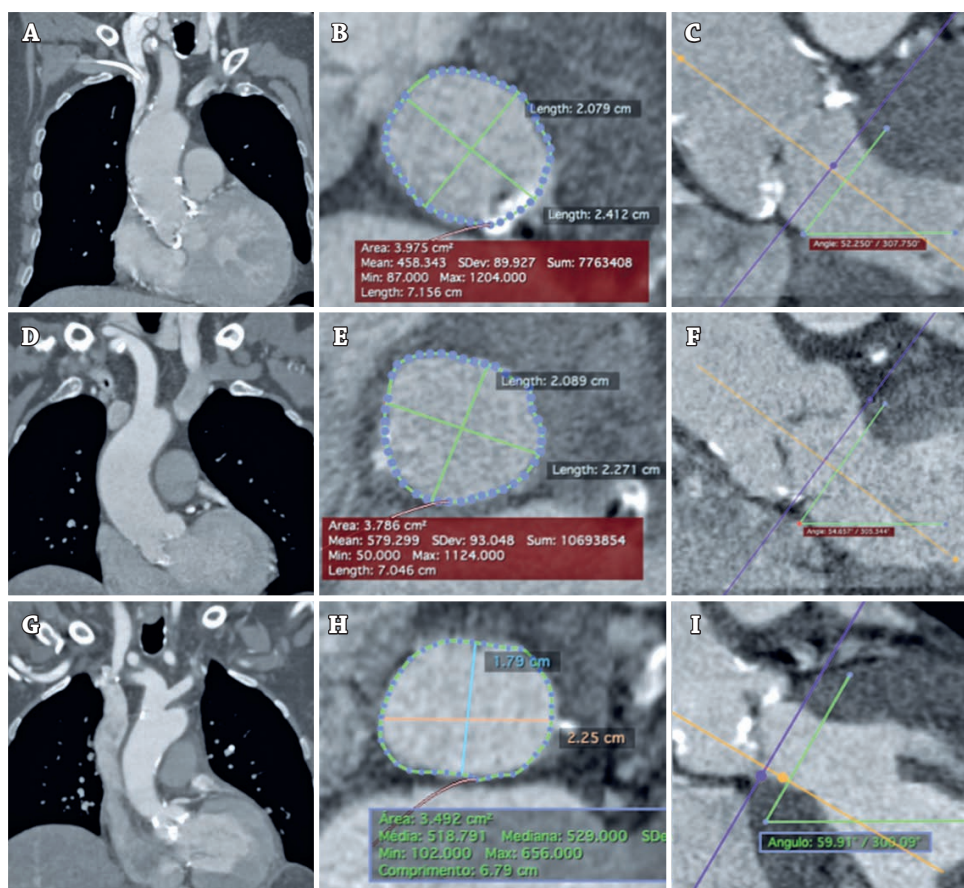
(A, B e C) Angiotomografia do caso 1. (D, E e F) Angiotomografia do caso 2. (G, H e I) Angiotomografia do caso 3. (A, D e G) Trajeto do tronco braquiocefálico até o plano valvar. (B, E e H) Ânulo aórtico em corte transversal. (C, F e I) Ângulo entre o ânulo e a via de saída do ventrículo esquerdo.
